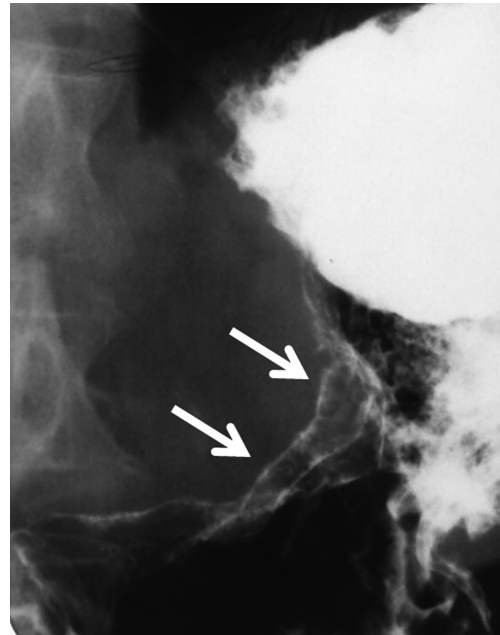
На прицельной рентгенограмме желудка с двойным контрастированием в горизонтальном положении по малой кривизне определяется бластоматозный инфильтрат размером 3,5 × 1,3 см. На прицельной рентгенограмме желудка этого же пациента, произведенной в вертикальном положении, после тугого заполнения, соответственно бластоматозному инфильтрату, обнаруживается нечеткость, размытость контура желудка и раковая язва размером 1,2 × 0,5 см
